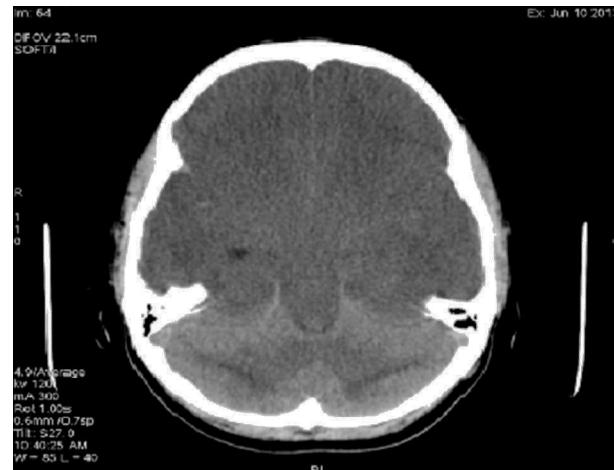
Corte axial de tomografía de cráneo simple donde se observa inversión de la diferenciación de la sustancia gris-blanca del cerebelo con hiperdensidad de la corteza cerebelosa, asociada a disminución de la attenuación del parénquima cerebral y pérdida de la diferenciación córtico-subcortical.
